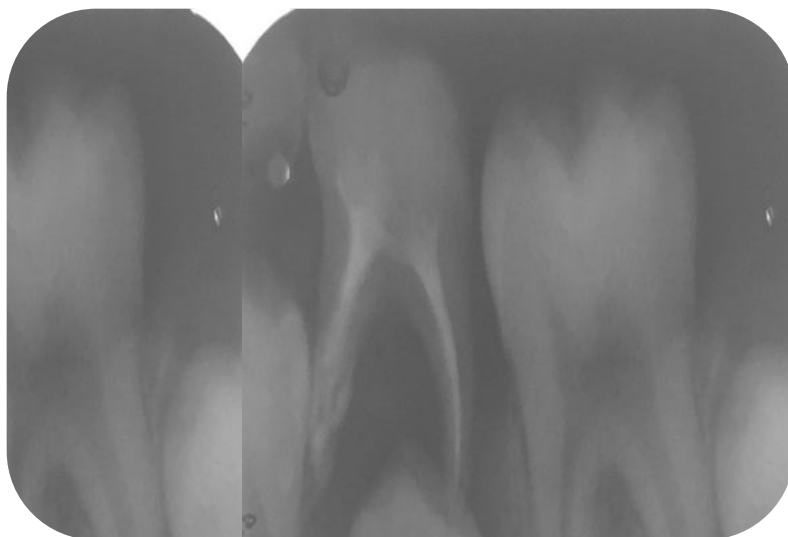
Radiografia periapical dos dentes 75 e 36 após 6 meses do desgaste interproximal, mostrando neoformação óssea e verticalização do dente 36.
